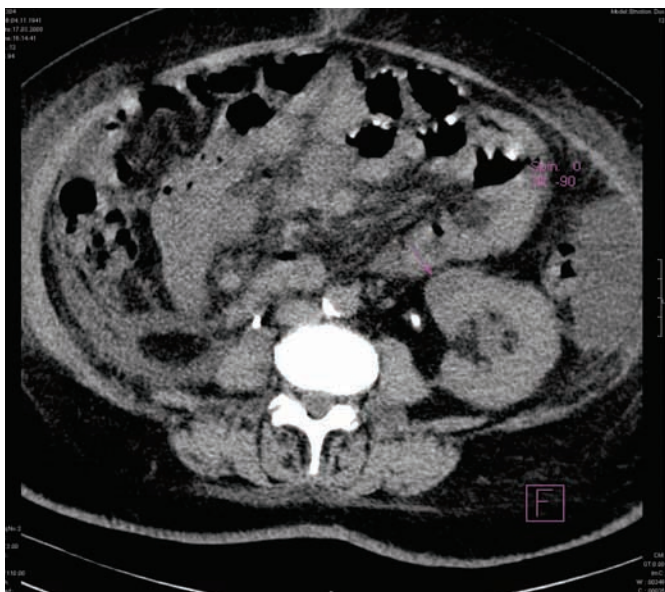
Tomografia computerizată pacientului cu pielonefrită acută purulentă. Sa depistat carbuncle renal.
